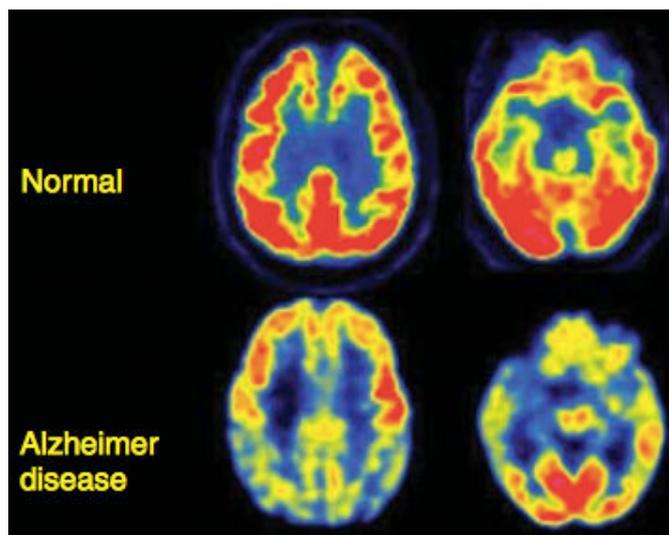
Tomographie à émission de positons (TEP) chez un patient contrôle et chez un patient atteint de la MA. On observe un hypométabolisme (régions corticales jaune et bleu) au niveau des lobes pariétaux médio-postérieurs, latéraux, ainsi que des lobes temporaux latéraux et médiaux (9).
